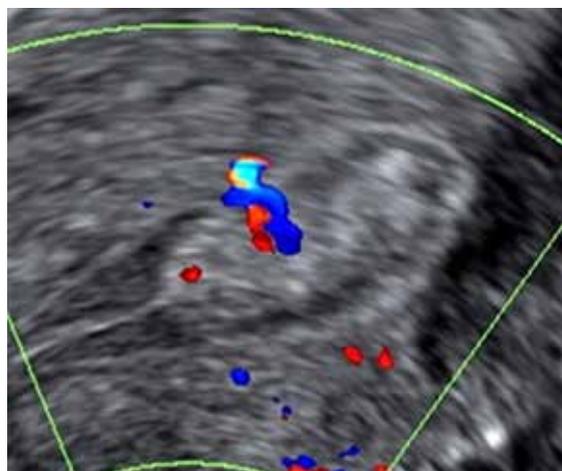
Ecografía Doppler: pólipo endometrial sólido, isoecogénico, homogéneo con pedículo vascular. Aspecto favorable de benignidad.<sup>14</sup>
